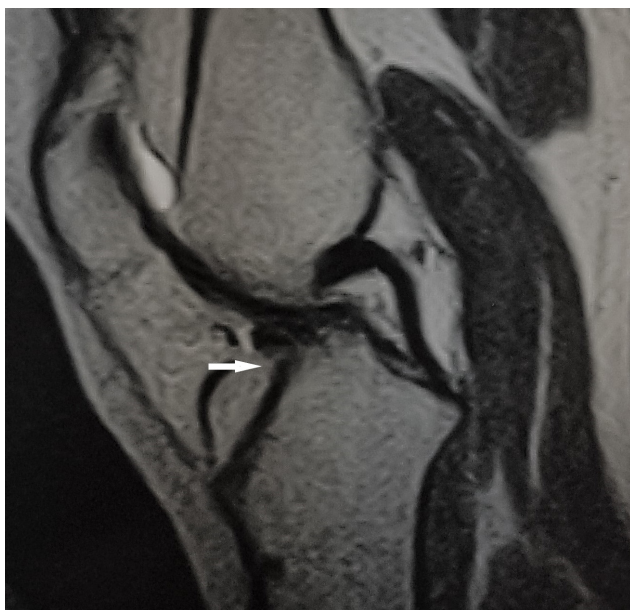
МР-томограмма правого коленного сустава пациентки К. после первичной пластики ПКС. Вид разорванного трансплантата «лавсан»
